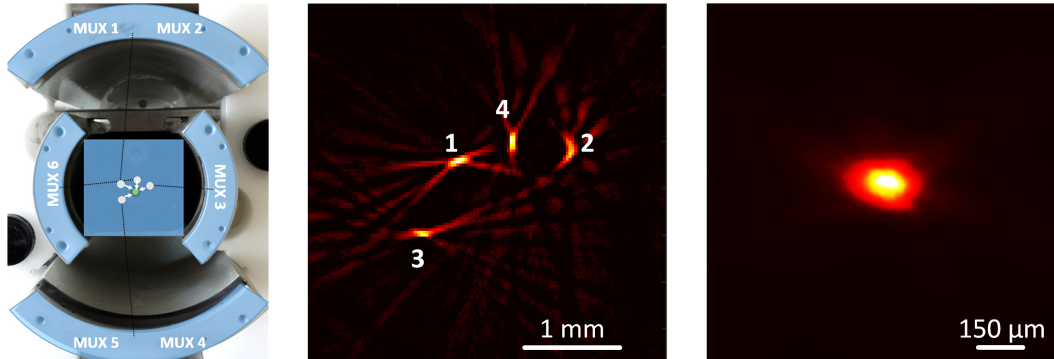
Front-Ansicht des Tomographen mit Zuordnung der MUX-Positionen (links). Die Rekonstruktion ohne Kalibrierung resultierte in 4 Signalfragmenten des Absorbers, nummeriert analog zu 4 unabhängigen Wandlersegmenten (mittig). Die Transformation der Wandlerpositionen auf Basis des Artefaktes ermöglichte eine phasengerechte Rekonstruktion des Absorber mit einer isotropen Auflösung von $150 \mu\text{m}$ (rechts).
